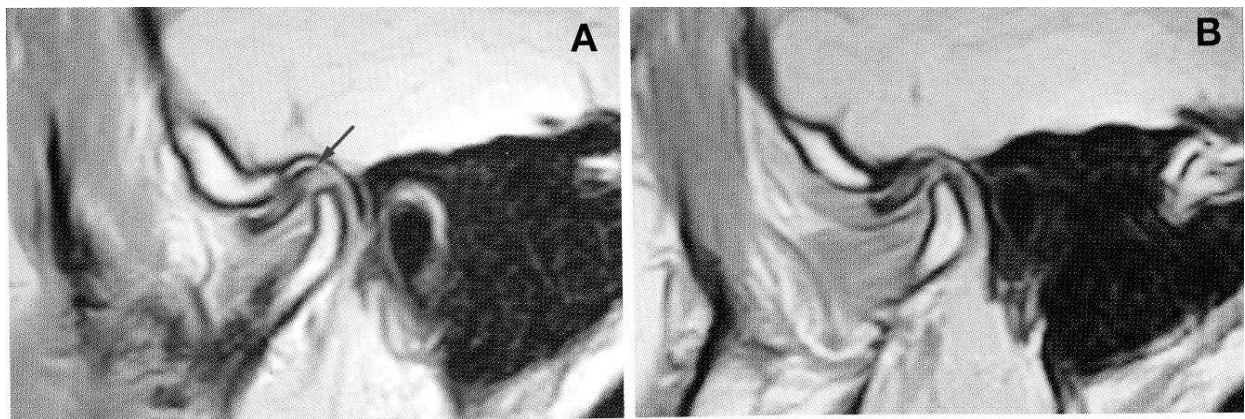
RMN scansione sagittale ATM con dislocazione senza riduzione. Bocca chiusa (A), bocca aperta (B) (Prati e Zerman, 2006).
